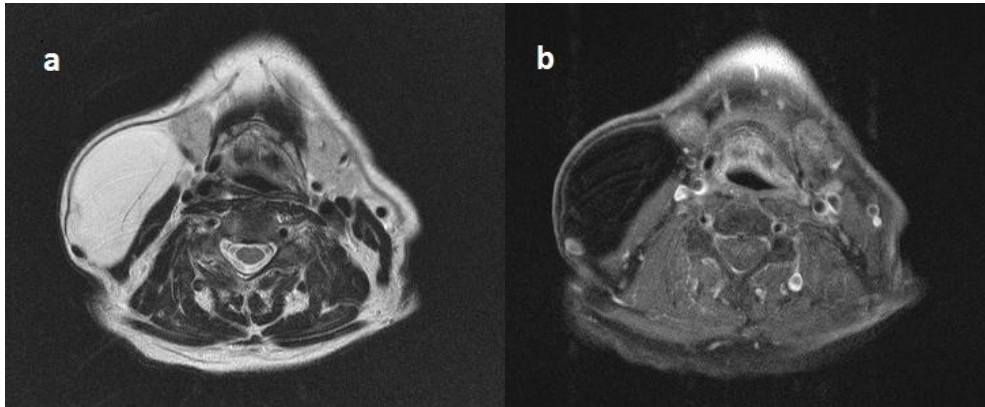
Rechts zervikales, 13 cm langes Riesenlipom mit Ausdehnung von parapharyngeal bis unmittelbar supraclaviculär. a) Die axiale T2-gewichtete MRT-Aufnahme zeigt eine signalreiche, schwach septierte und gegenüber dem umliegenden Fettgewebe isointense Läsion mit gut abgrenzbarem und glattem Rand. b) Axiale T1-gewichtete und Fett-unterdrückte MRT-Abbildung mit Kontrastmittelverstärkung (Gadopentetat-Dimeglumin). Die Läsion zeigt sich hypointens schwarz mit leicht verstärkter Septierung und Kapsel.
